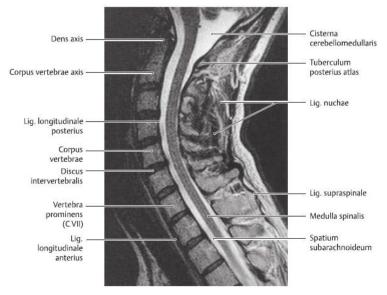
МРТ позвоночного столба в сагиттальной плоскости (левый боковой вид).
